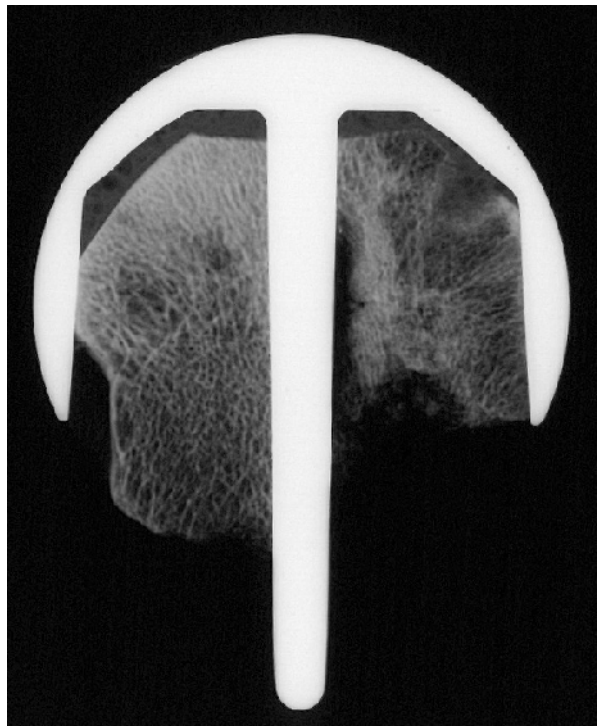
Kontaktradiographie 3/3
